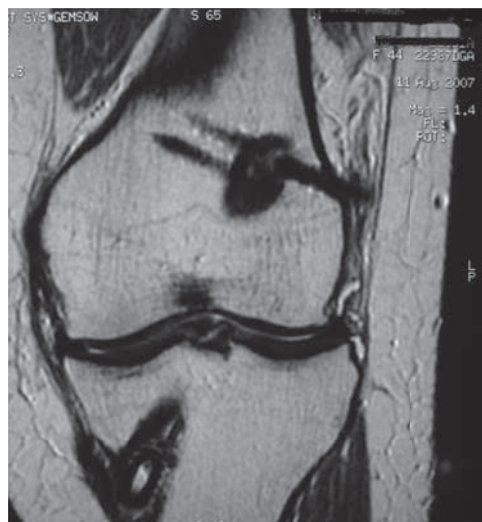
Corte coronal de imagen de resonancia magnética secuencia T1 donde se observa la migración lateral del pin bioabsorbible proximal ocasionando fricción en cintilla iliotibial.
